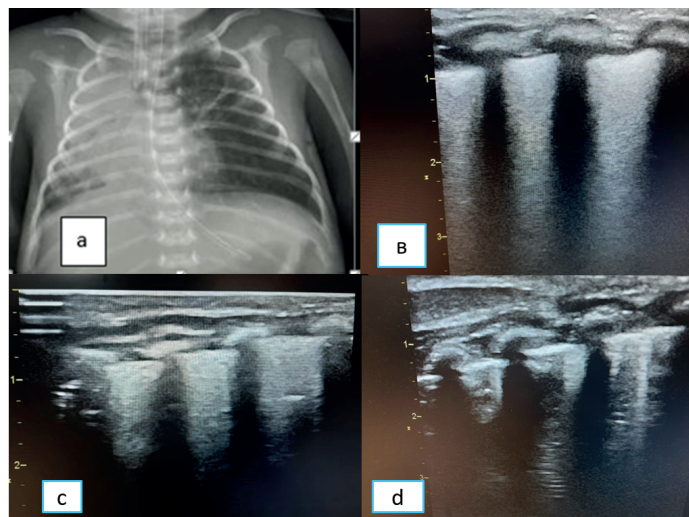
Рентгенологічна (а) та ультразвукова картина до РМ (в), та зміни ультразвукової картини протягом РМ (с, d).
